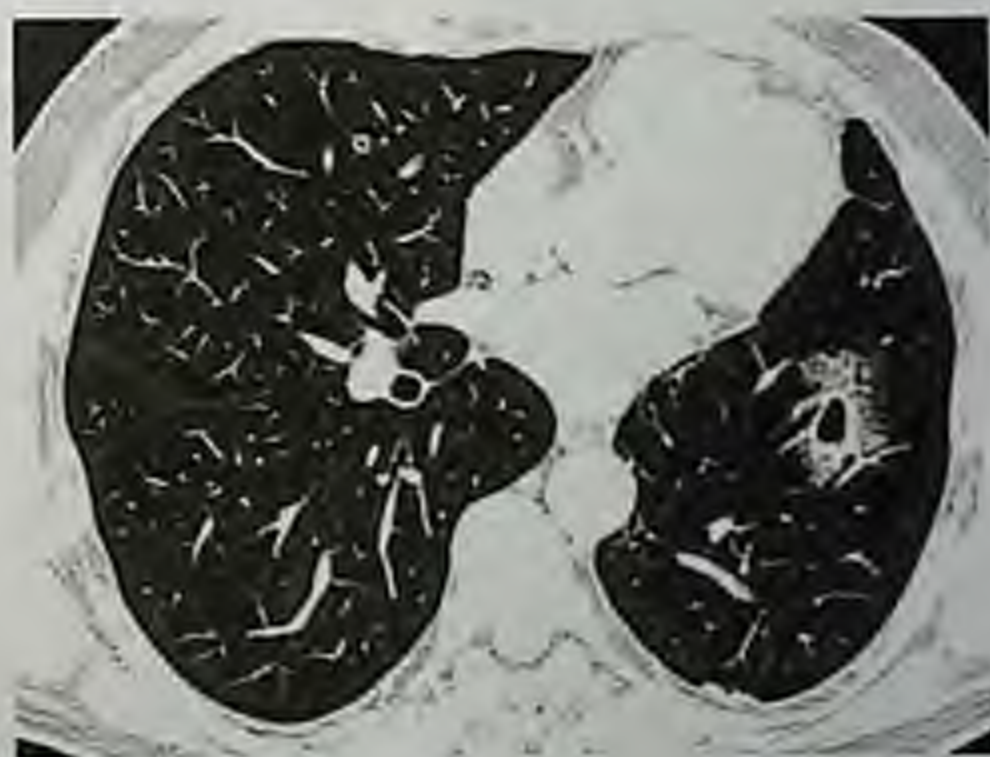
П36. Компьютерная томограмма. Рак легкого
